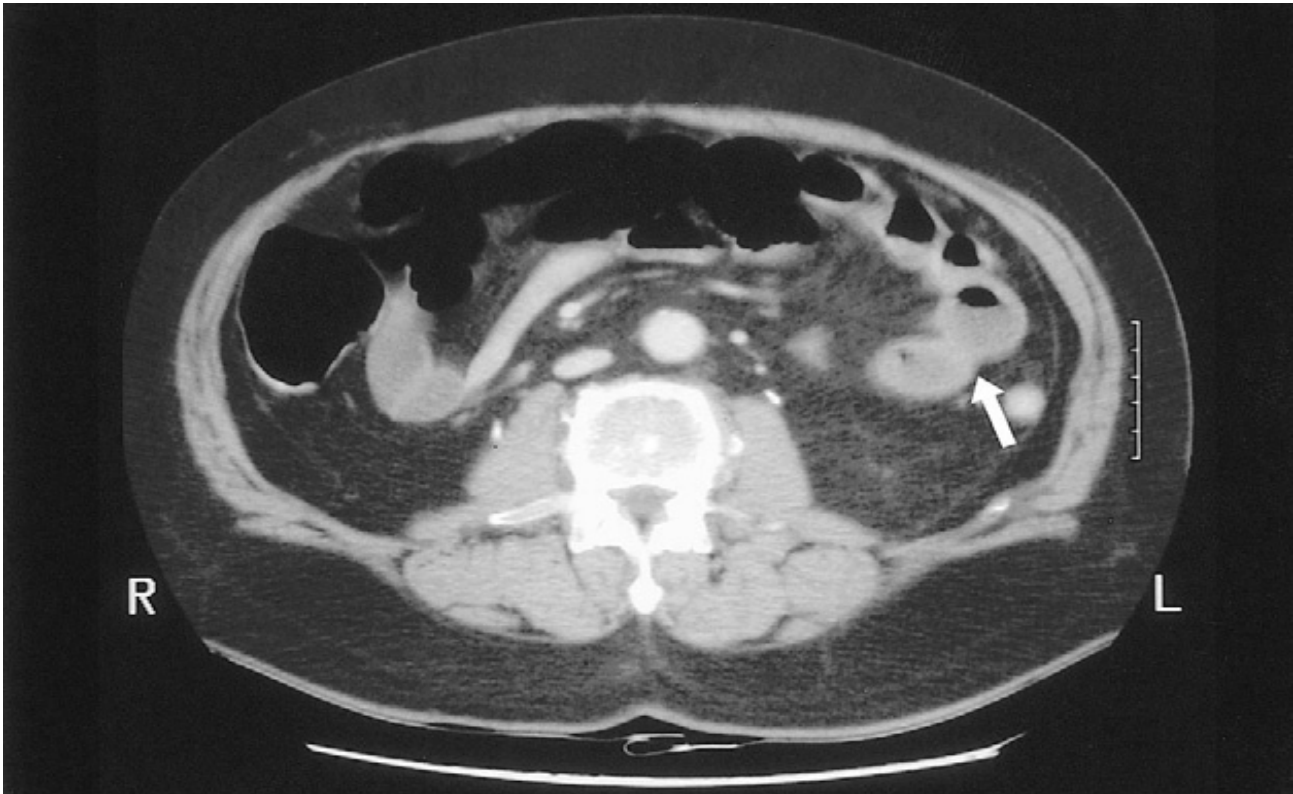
TDM abdominale – Coupe transversale montrant épaississement de la paroi intestinale intéressant quelques anses jéjunales (flèche).
